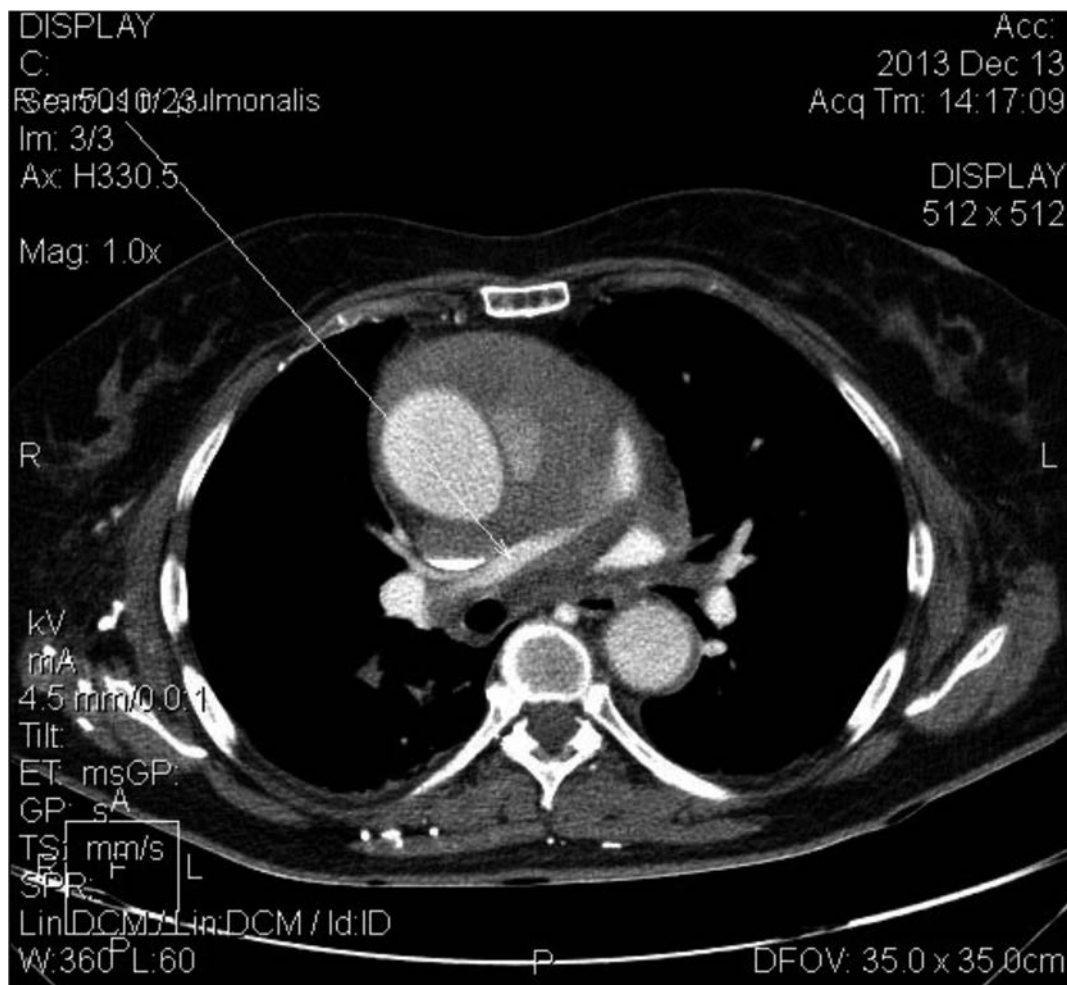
Томограмма больной К. с контрастным усилением сигнала
